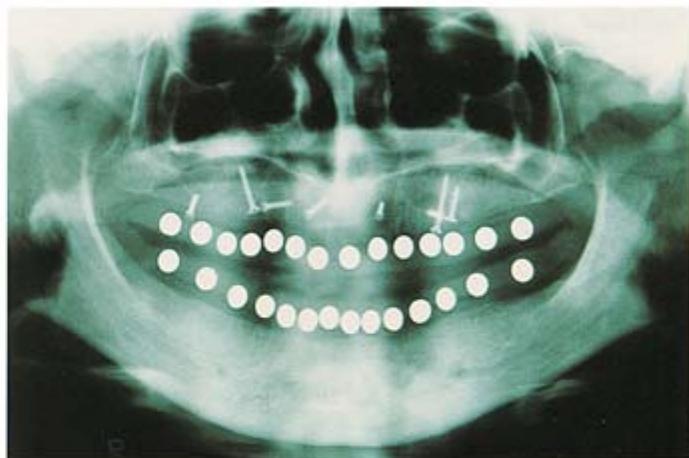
e 43 Delimitazione sugli analoghi sup. e inf. dei solchi e dei margini incisali; a questo livello gli analoghi saranno fresati per alloggiare gli indicatori radiografici e le guide spaziali delle fixture
